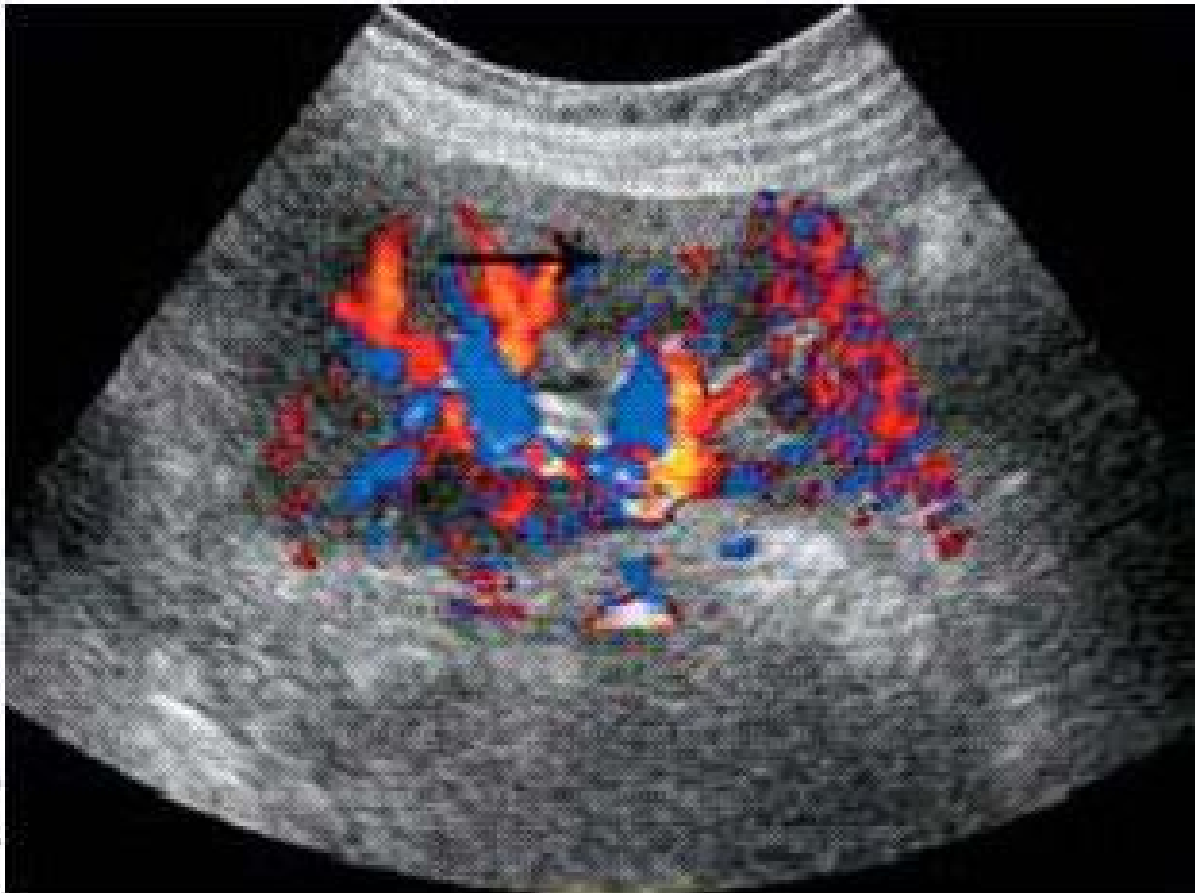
Zone focale hypoéchogène avasculaire en Doppler couleur
